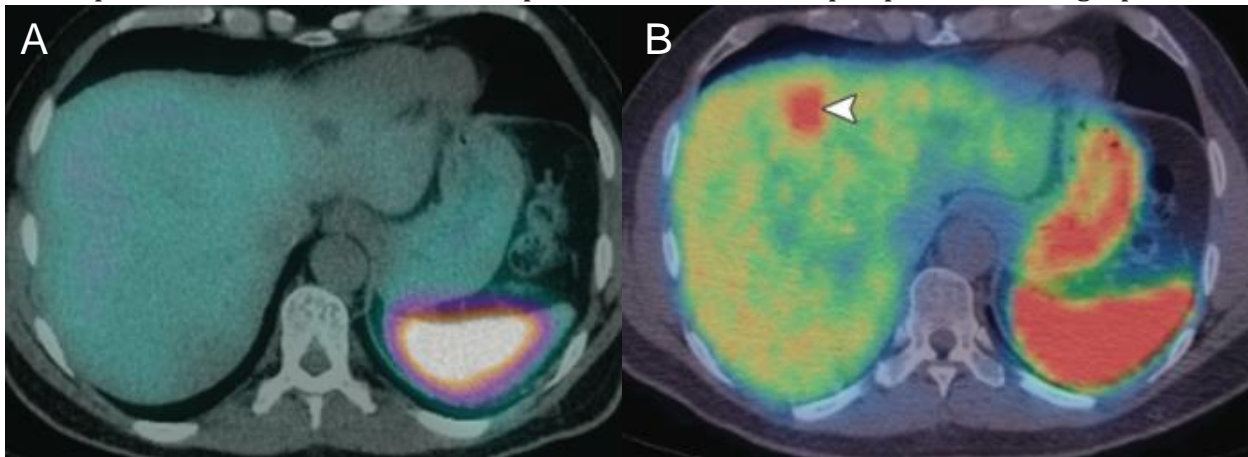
Métastase hépatique de tumeur endocrine. A : scintigraphie au 111 -octréoïde fusionnée au scanner correspondant ne montrant aucune fixation hépatique. B: TEP scanner au 68 gallium révélant la métastase.
